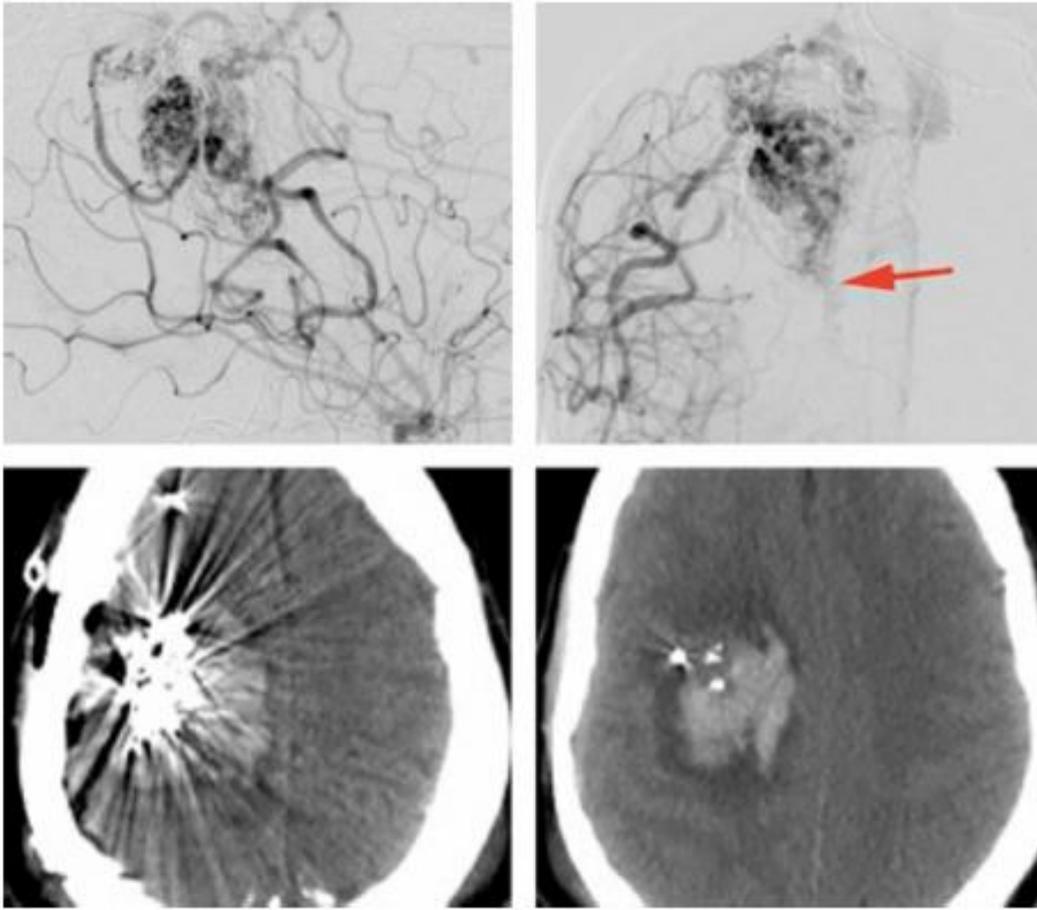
这一例外侧额叶后部 AVM 已被积极地介入栓塞掉，这可能会引起其深部白质供血动脉扩张增生（上一行，前后位及侧位颈内动脉造影，红色箭头）。在笔者职业生涯早期为患者进行了切除手术。不幸的是，笔者没有处理好深部的主要供血动脉。在术中，一条大的白质供血动脉回缩入脑中，引起脑内出血（下一行，术后 CT），并引起无法控制的脑肿胀，我们不得不提前结束手术仓促关颅。部分阻断供血后，AVM 明显缩小，后续接受了放疗。该患者最终恢复得不错，但遗留永久的轻偏瘫。
